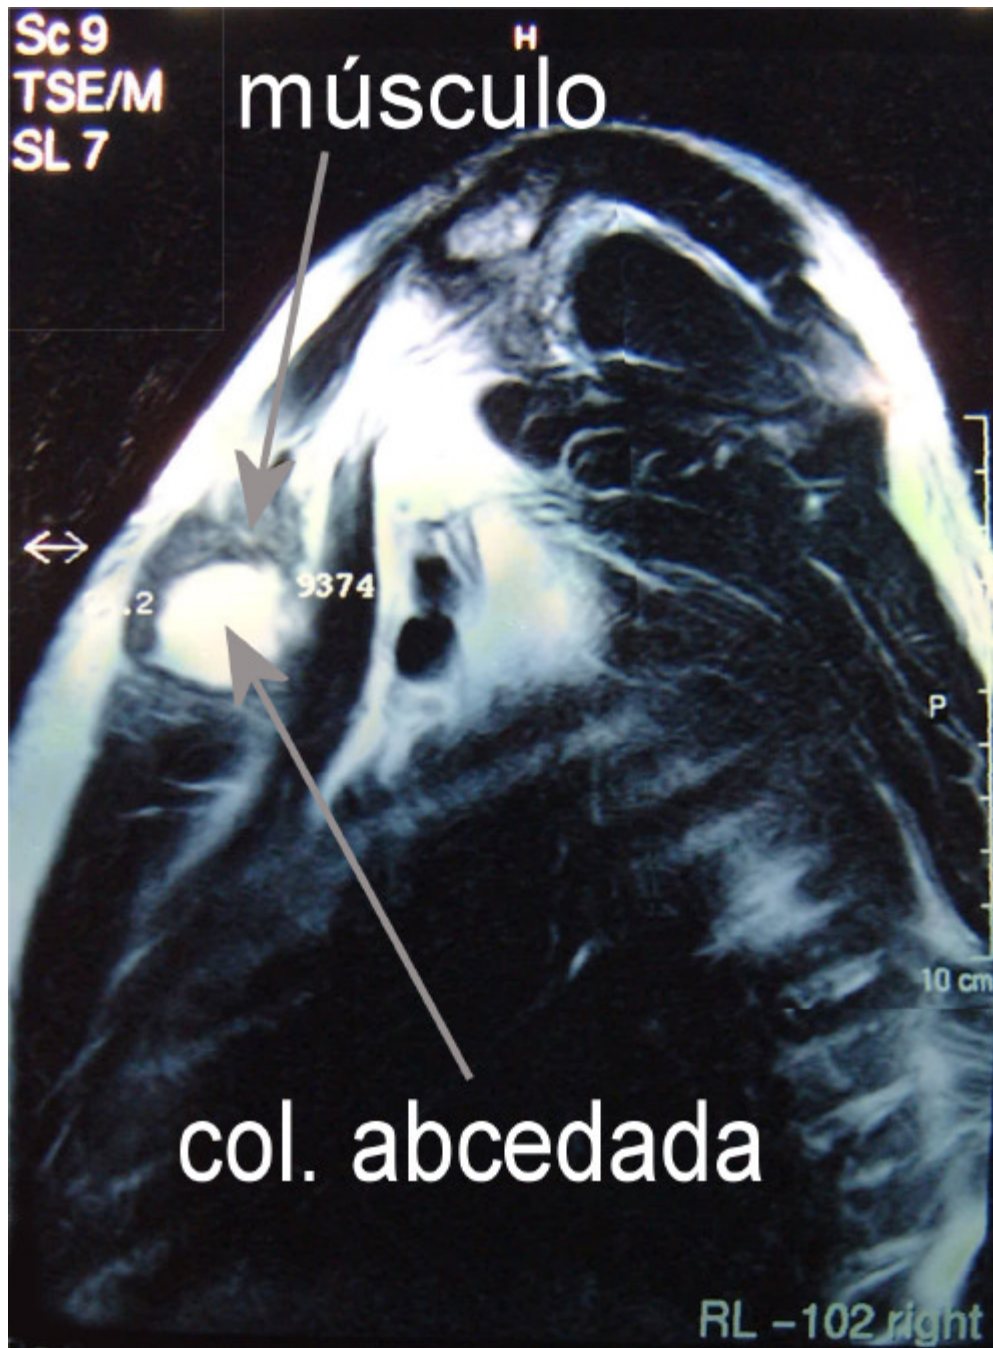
RMN – corte sagital em ponderação T2
